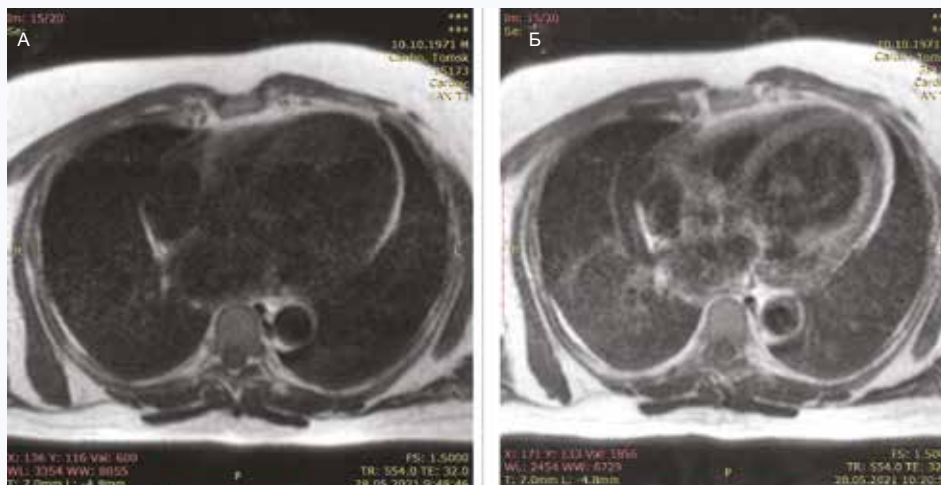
МР-томография органов грудной клетки в Т1-ВИ с ЭКГ- синхронизацией того же пациента А. до (А, справа) и после (Б, слева) парамагнитного контрастного усиления. При парамагнитном контрастном усилении (слева) ясно визуализируется диффузное накопление парамагнетика в паренхиме легких, более выраженное в правом легком, а также диффузное накопление контраста-парамагнетика в миокарде. Также обращает на себя внимание среднеинтенсивное включение парамагнетика в стенку аорты. Клиническое заключение – сочетание постковидного диффузного фиброза легких, умеренной интенсивности, и диффузного неспецифического повреждения миокарда
